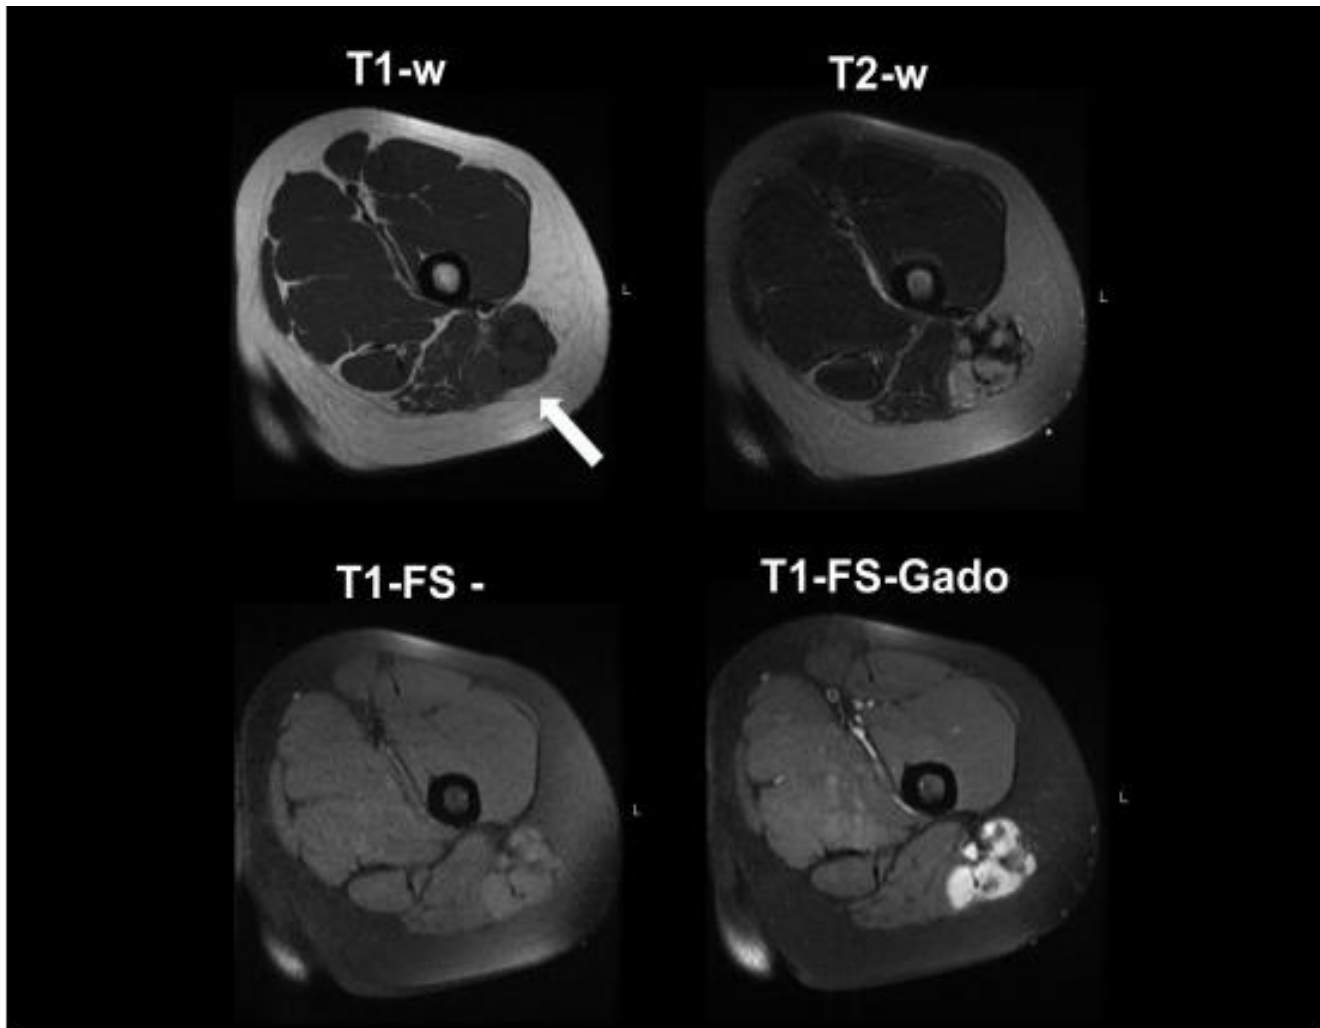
IRM montrant une lésion unique de la face postérieure et proximale de cuisse gauche, sous-aponévrotique, dans la loge postérieure de cuisse, intramusculaire envahissant la face externe du muscle grand fessier gauche (flèche blanche). Elle mesure 5cm de plus grand axe et présente un signal augmenté en T2 par rapport au muscle, un iso-signal T1 par rapport au muscle, un rehaussement marqué et homogène après injection de Gadolinium. Il n'est pas vu de nécrose, de saignement, de composante myxoïde ou nécrotique, ni d'envahissement osseux, vasculaire ou aponévrotique et ses contours sont polylobés. (Iconographie du centre d'imagerie ostéo-articulaire, clinique du sport, Bordeaux-France)
